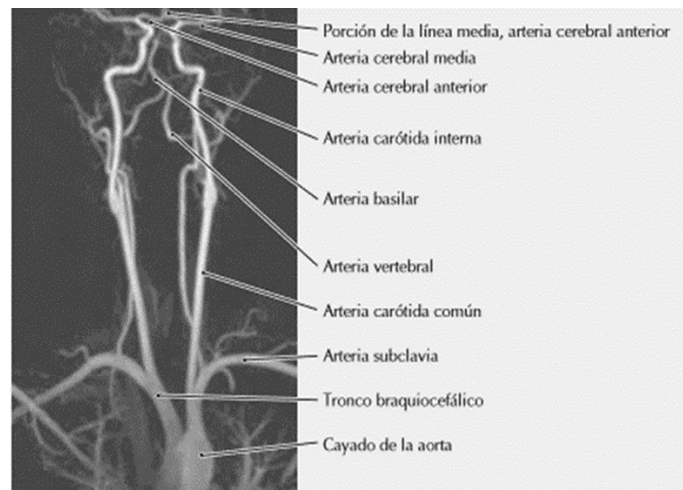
Angioresonancia del sistema anterior y posterior (tomada de Felten et al., 2015).
